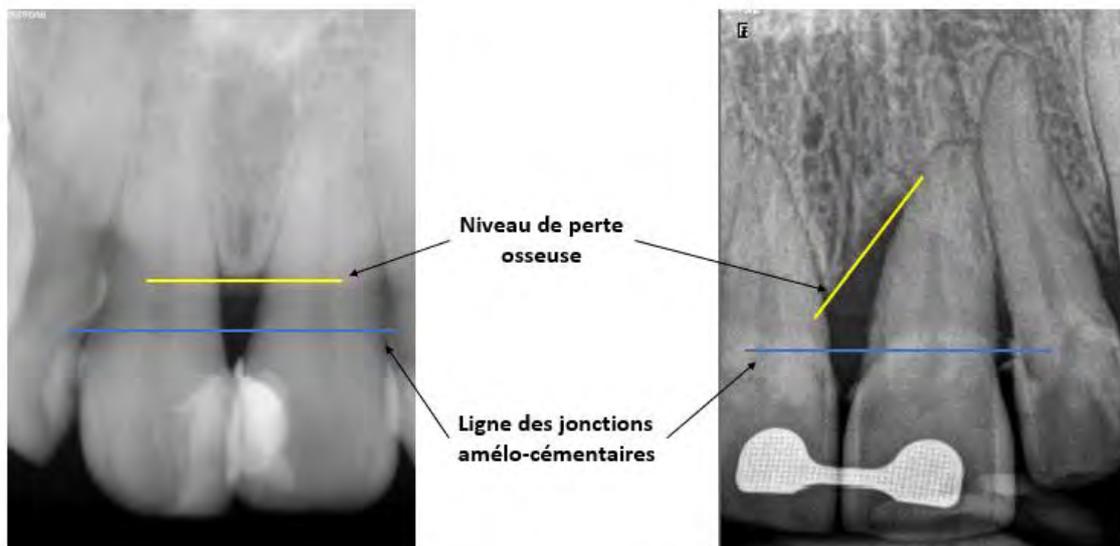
Evaluation qualitative de l'alvéolyse (horizontale sur la radiographie de gauche, verticale sur la radiographie de droite) (examens radiographiques du Dr CALVO)
